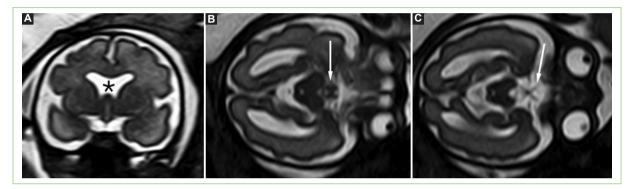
Secuencias de resonancia magnética 1,5 T de un feto de 32 semanas con agenesia completa del *septum* pellucidum (asterisco), en coronal (A) y axiales (B y C). El quiasma óptico es visible (flecha en B), así como los nervios ópticos (flecha en C).
